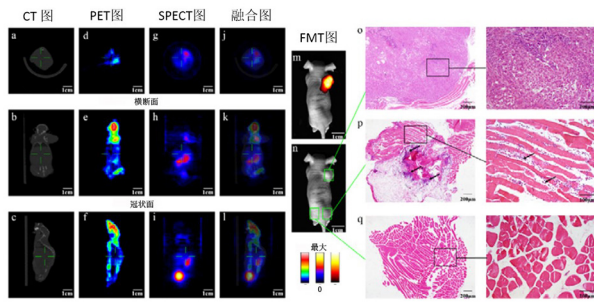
四模态活体成像实验。CT成像结果图 (a-c), PET成像 (d-f) 显示FDG在脑部、右肩以及两腿上的高度浓聚。在SPECT成像中 (g-i), $^{99}\text{Tc}^{\text{m}}$ -3PRGD2 在右肩、腹部以及膀胱上的浓聚现象, 同时FMT成像 (m) 显示右肩上的浓聚现象。(n) 显示了FMT提供的白光图。通过SPECT/CT/PET的三模态融合, 我们就可以准确地确定肿瘤的位置位于右肩上, 而FMT的图像也验证了这一点。组织切片 (o) 显示了右肩细胞的高增殖现象, 证明了我们的实验的论断。组织切片 (p) 证实了右腿的验证细胞。
